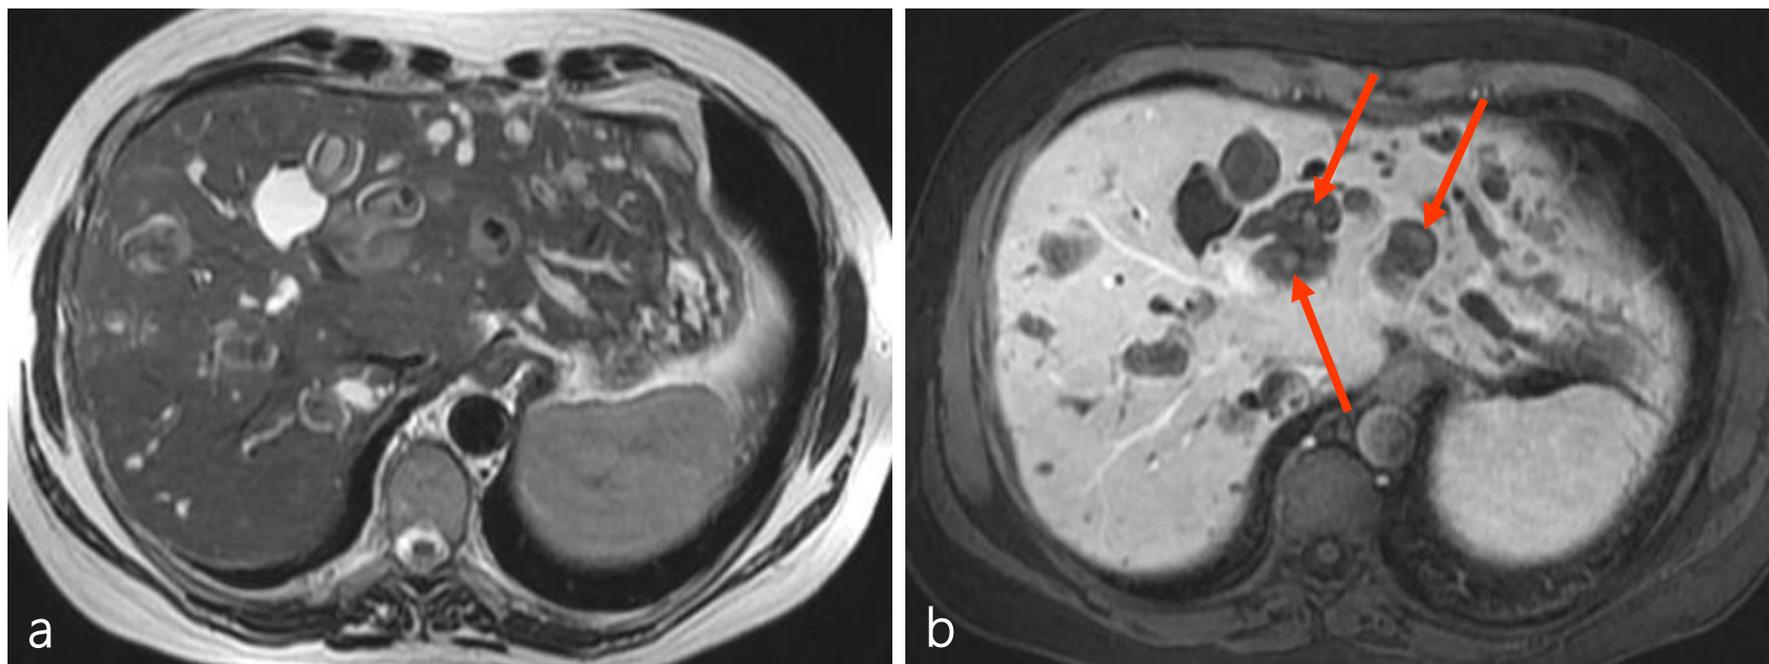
Sequências de RM ponderadas em T2 (a) e T1 (b) demonstram múltiplos cistos complexos com características da doença de Caroli. As setas indicam o sinal do ponto central.
